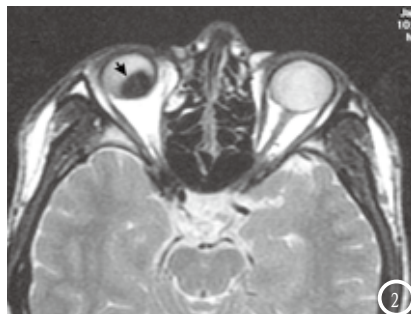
脉络膜黑色素瘤MRI右眼内异常信号(箭头)。图1 T1WI高信号(白箭头);图2 T2WI低信号(黑箭头)。
